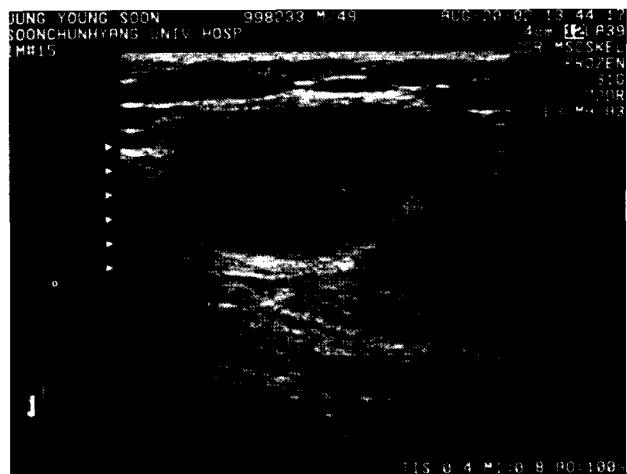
Ultrasonographic finding: There is a lobulated hypoechoic mass ($2.7 \times 2.2 \times 1.5$ cm) on the right lower extremity at the level of distal femur.
